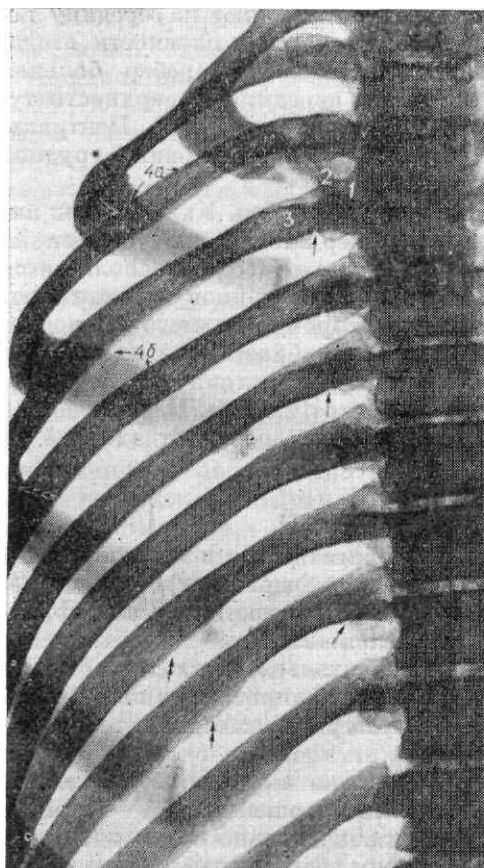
Прицельная рентгенограмма ребер в прямой задней проекции. Гребни шеек ребер резко выражены и симулируют вздутие (указано стрелкой).
